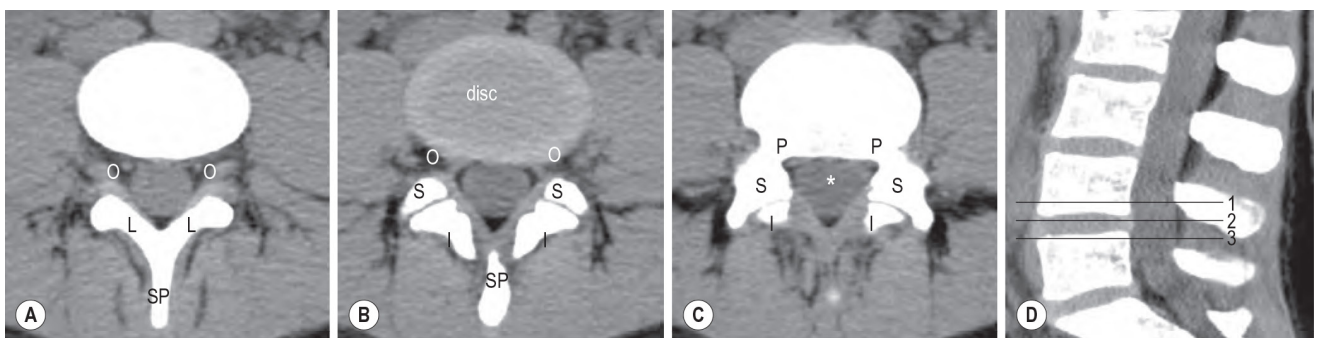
Normal Imaging Anatomy of the Posterior Arch of the Lumbar Spine on Computed Tomography. Axial images (A, B, C) at different levels as indicated on the sagittal (D) image. *, Spinal canal; I, inferior articular process; L, lamina; O, intervertebral foramen; P, pedicle; S, superior articular process; SP, spinous process; T, transverse process. 1, Fig. 47.4A; 2, Fig. 47.4B; 3, Fig. 47.4C.
